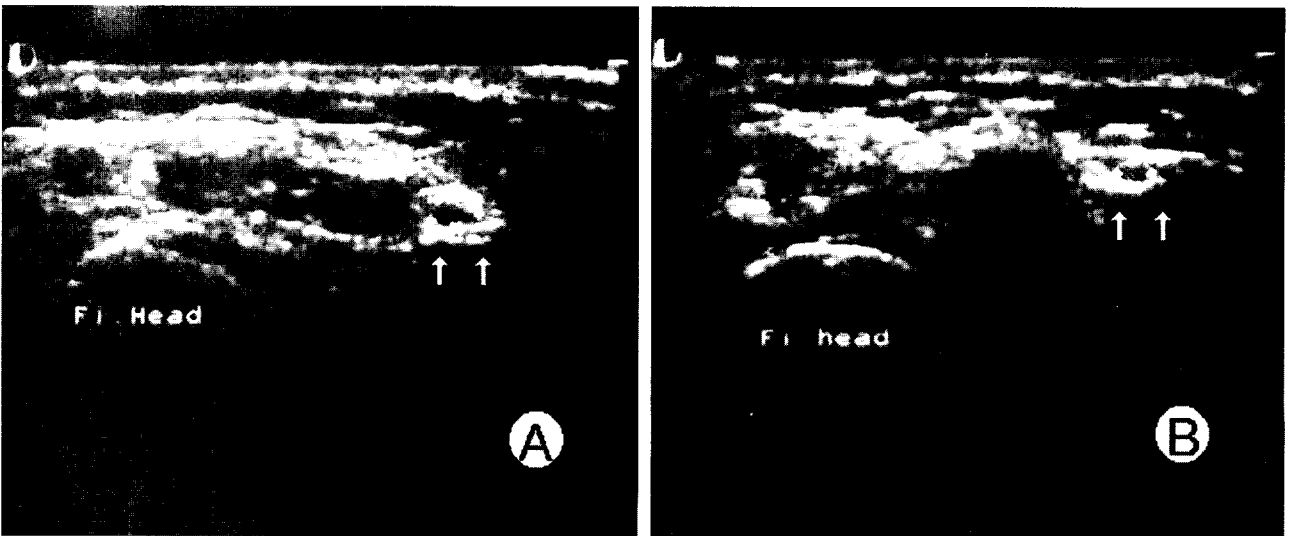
Ultrasonographic findings of the common peroneal nerve at 1cm above the fibular head level, A: Involved leg, B: Uninvolved leg
